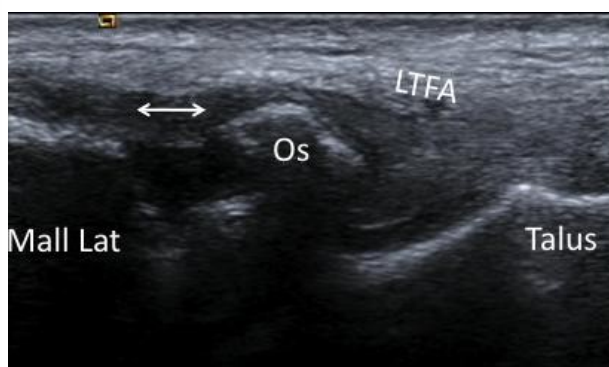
évaluation échographique à 12 semaines d'une avulsion osseuse malléolaire du ligament talo-fibulaire antérieur (LTFA). Absence de consolidation de l'arrachement osseux. Diastasis dynamique en ce dernier et la malléole latérale lors des manœuvres dynamiques en inversion et tiroir antérieur
